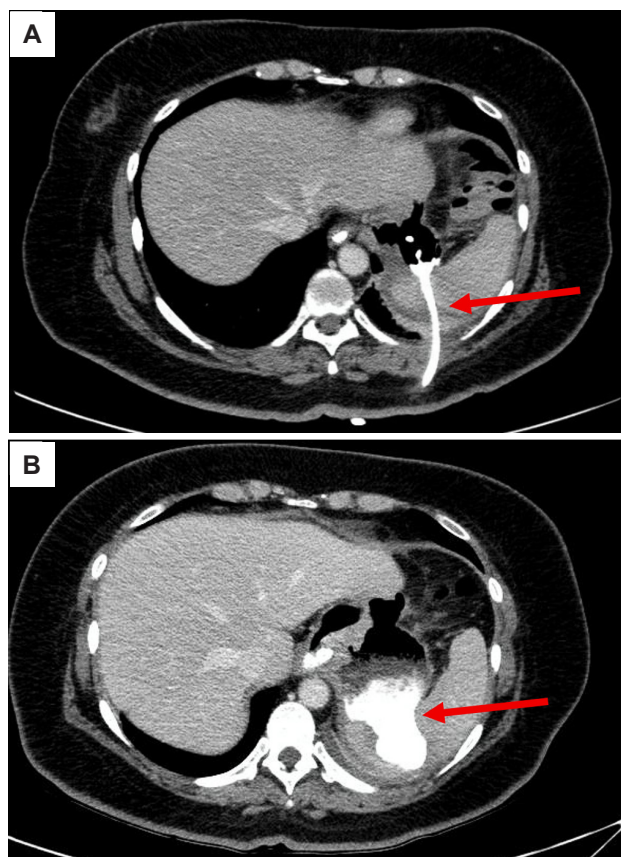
Trayecto fistuloso en Tomografía Axial Computarizada (TAC). Se evidencia recorrido de contraste que atraviesa la pared abdominal compatible con trayecto fistuloso (A). Se aprecia contenido que ingresa a cavidad gástrica (B).
